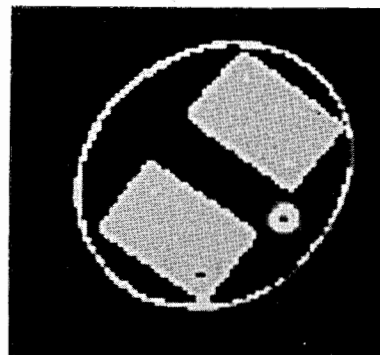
Томограмма фантома, имитирующего органы грудной клетки человека.
